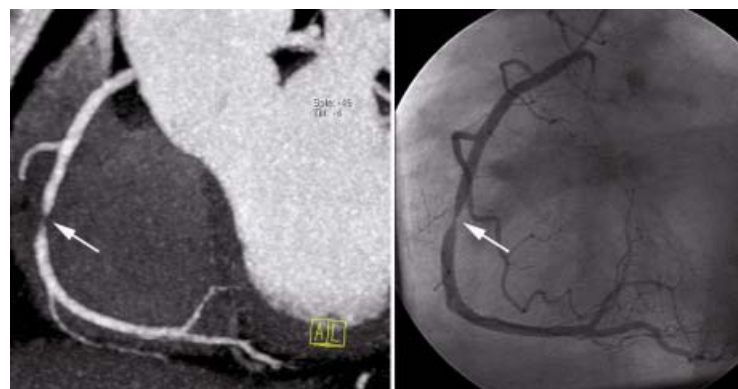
Hochgradige Stenose der rechten Kranzarterie dargestellt mittels 64-Zeilen-CT-System (links) und mittels Herzkatheter (rechts).
